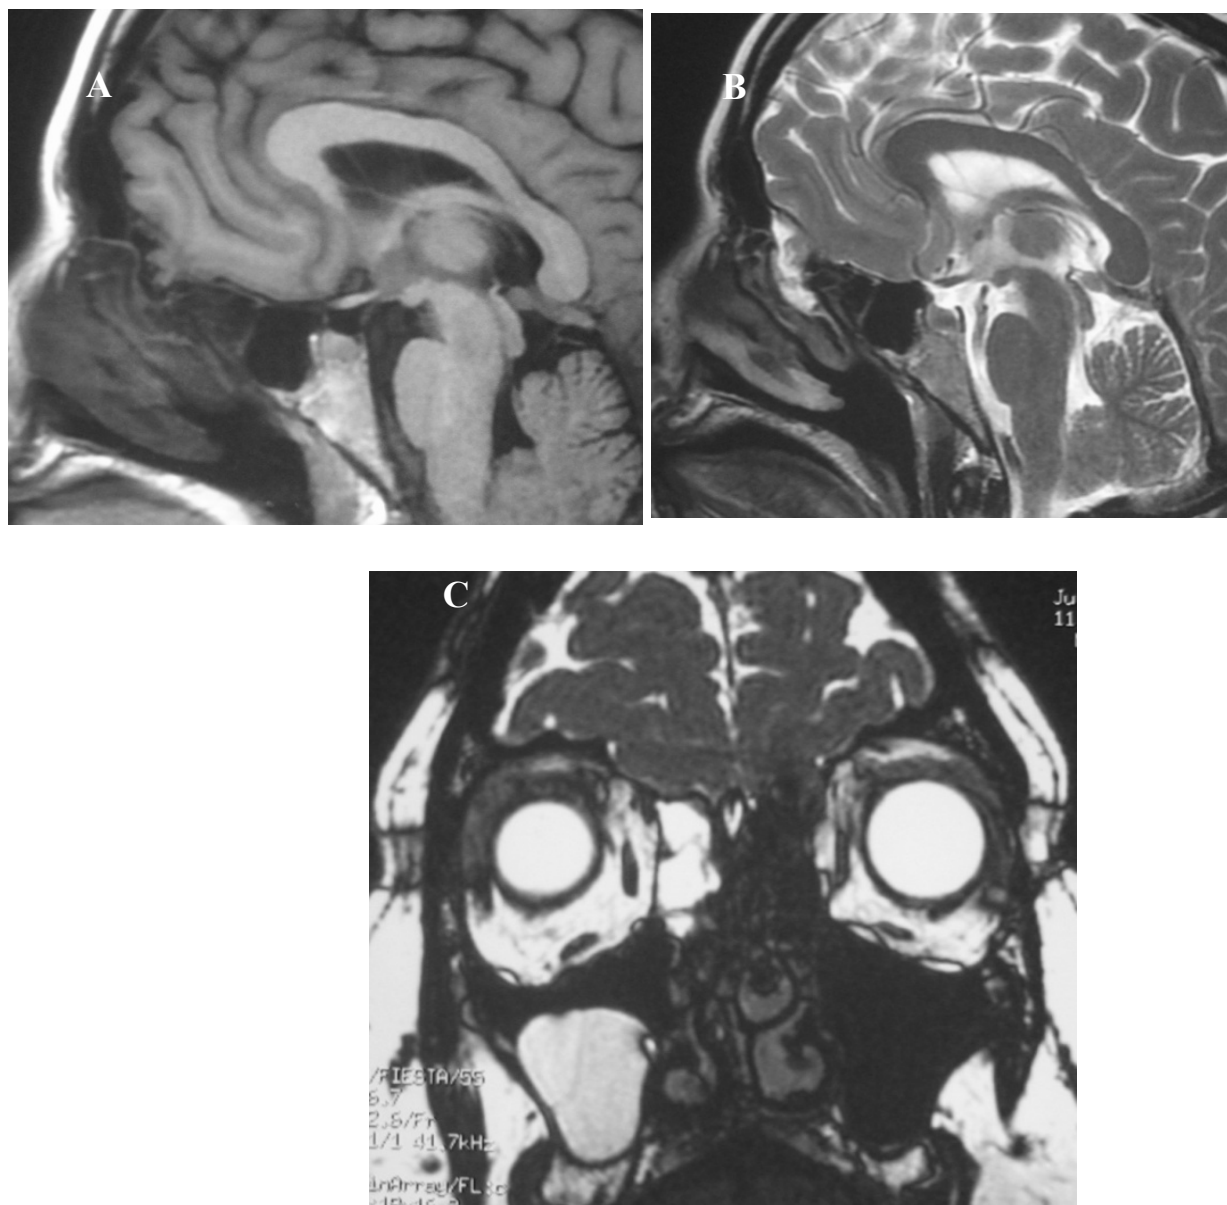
L'IRM cérébrale (A, B) objectivant une BOM de la lame éthmoïdale droite associée à une petite méningoencéphalocèle. Hypersignal du LCS en séquence FLETA (C) contaminant les cellules éthmoïdales et le sinus maxillaire droit (observation N°5).
